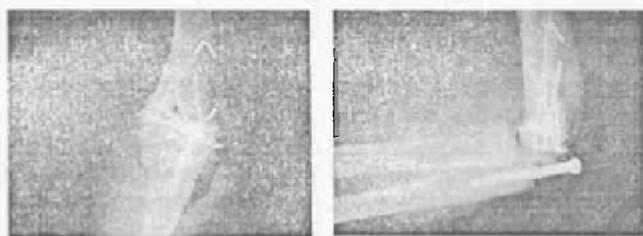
Интраоперационные рентгенограммы пациентки Г., 80 лет, от 17.05.2001 года
